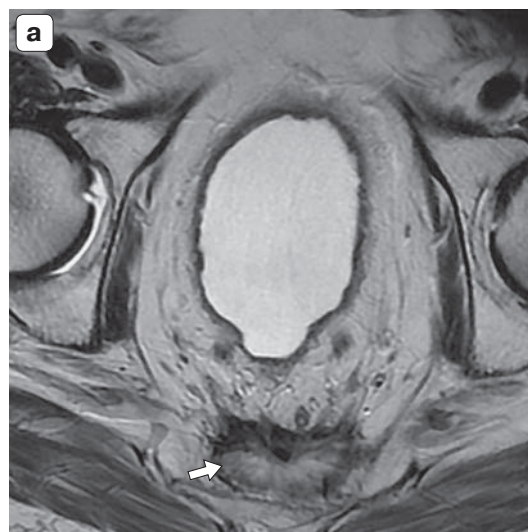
МРТ-изображения, T2ВИ, аксиальная плоскость. а – 21 мес после брюшно-промежностной экстирпации прямой кишки. Зона неоднородных пресакральных рубцовых изменений (стрелка). Отсутствуют объемные образования с полициклическими контурами – данных о наличии рецидива нет. Показано динамическое наблюдение; б – 6 мес после брюшно-промежностной экстирпации. Мякотканые образования в структуре пресакральных рубцовых изменений (стрелка). Диагноз рецидива не вызывает сомнений.
